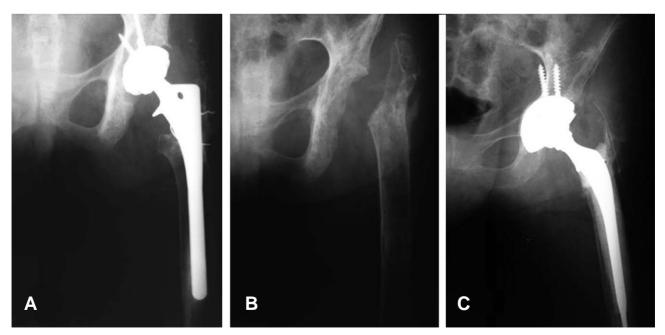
(A) Preoperative anteroposterior radiograph of a 60 year-old male demonstrates a loosening of total hip arthroplasty. (B) Postoperative radiograph after a first stage operation shows acetabular antibiotic impregnated cementing was done in acetabulum. (C) Immediately postoperative radiograph after a second stage revision shows acetabular cup revision with bone graft.
